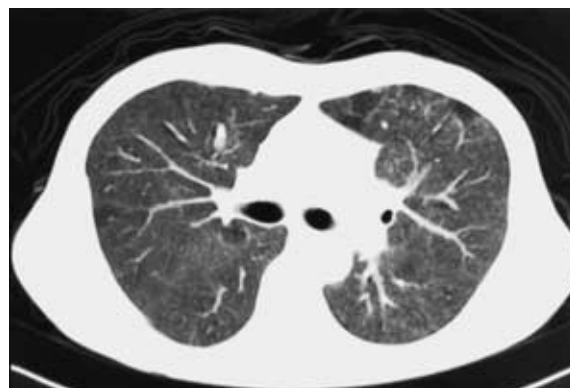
CT scan shows diffuse centrilobular small nodules in ground-glass opacities in both lung fields.
